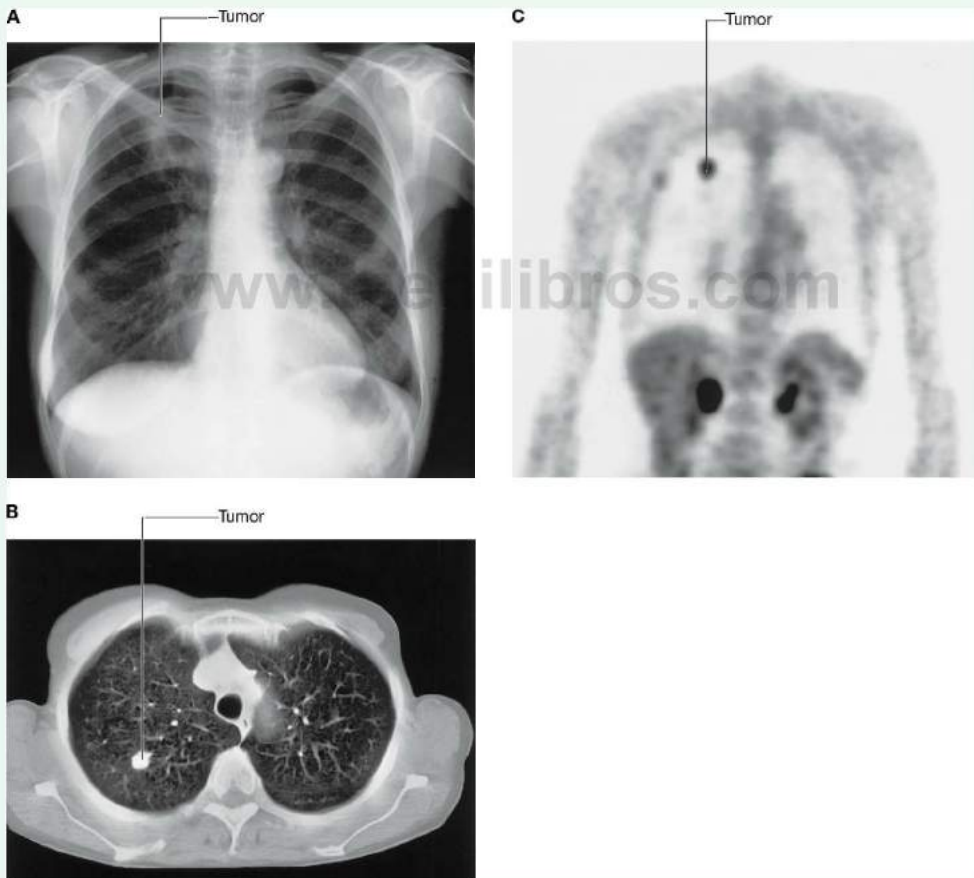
Estudio por imagen de los pulmones. A. Proyección posteroanterior estándar del tórax que muestra un tumor en la parte superior del pulmón derecho. B. TC de los pulmones que muestra el tumor en el pulmón derecho. C. Gammagrafía usando FDG PET que muestra un tumor en el pulmón derecho.
